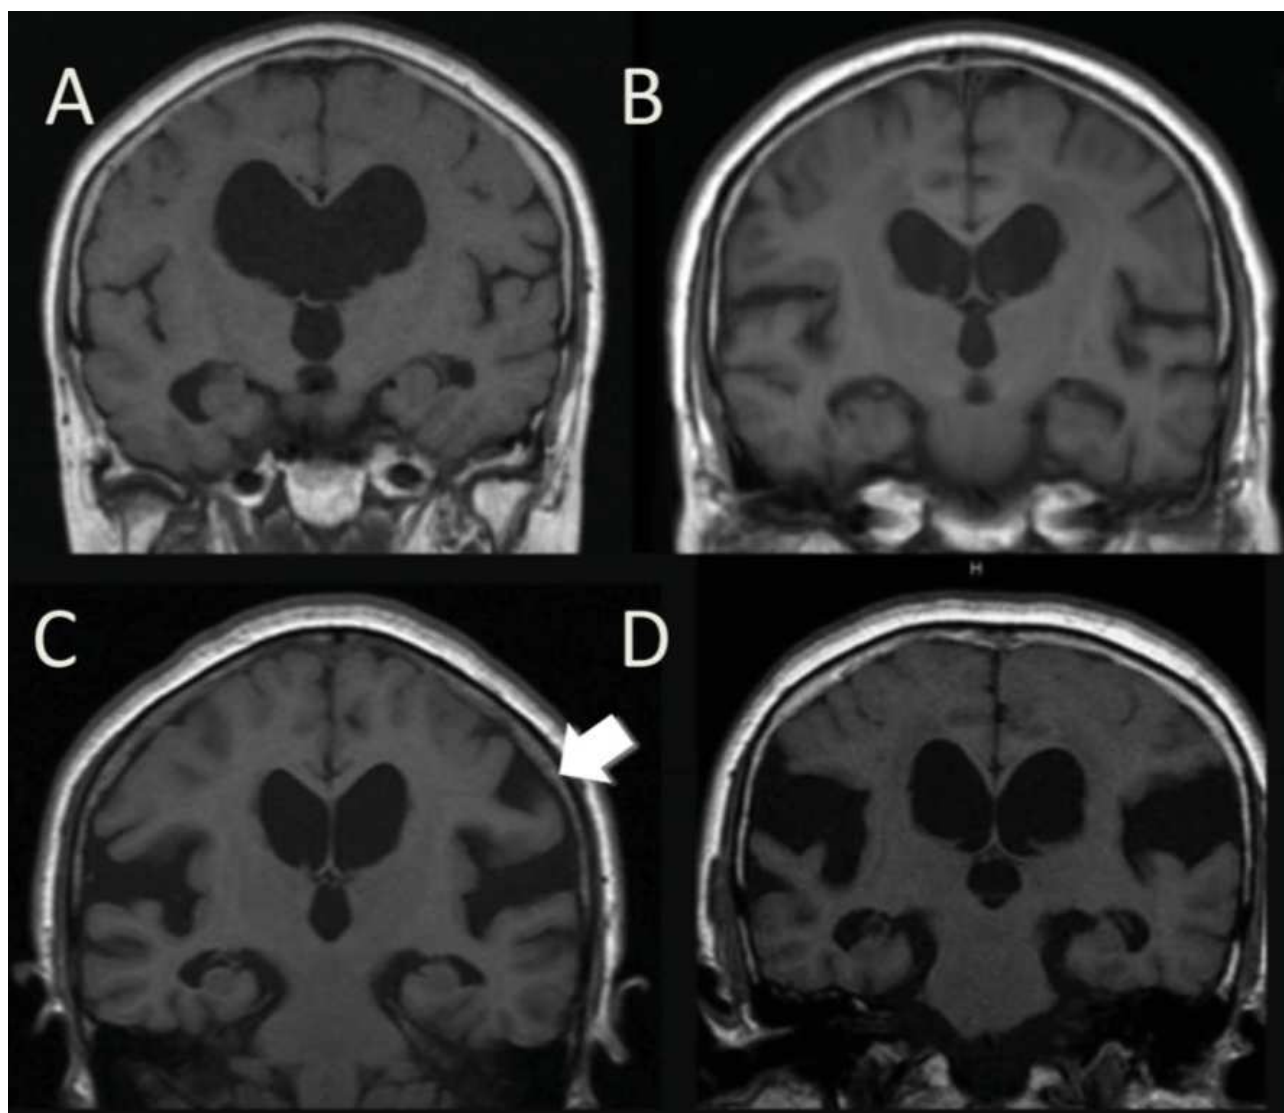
Variabilité de dilatation des vallées sylviennes, sur des coupes coronales d'IRM cérébrale en séquence T1. A = aspect aminci des vallées sylviennes ; B = aspect normal ; C = élargissement modéré ; D = élargissement sévère (31)
